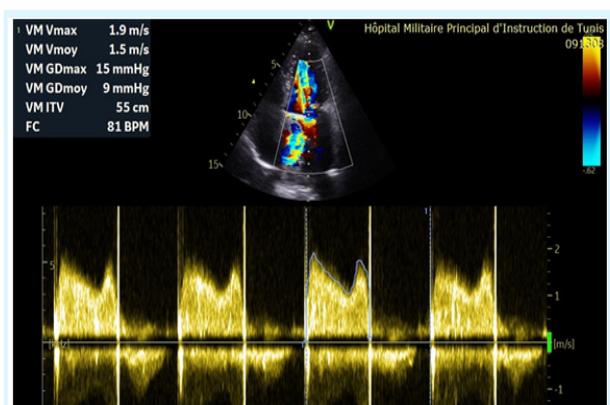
Echocardiographie transthoracique de contrôle réalisée à J2 post thrombolyse, en 4 cavités mode doppler continu sur la prothèse mitrale montrant une régression du gradient transvalvulaire.
